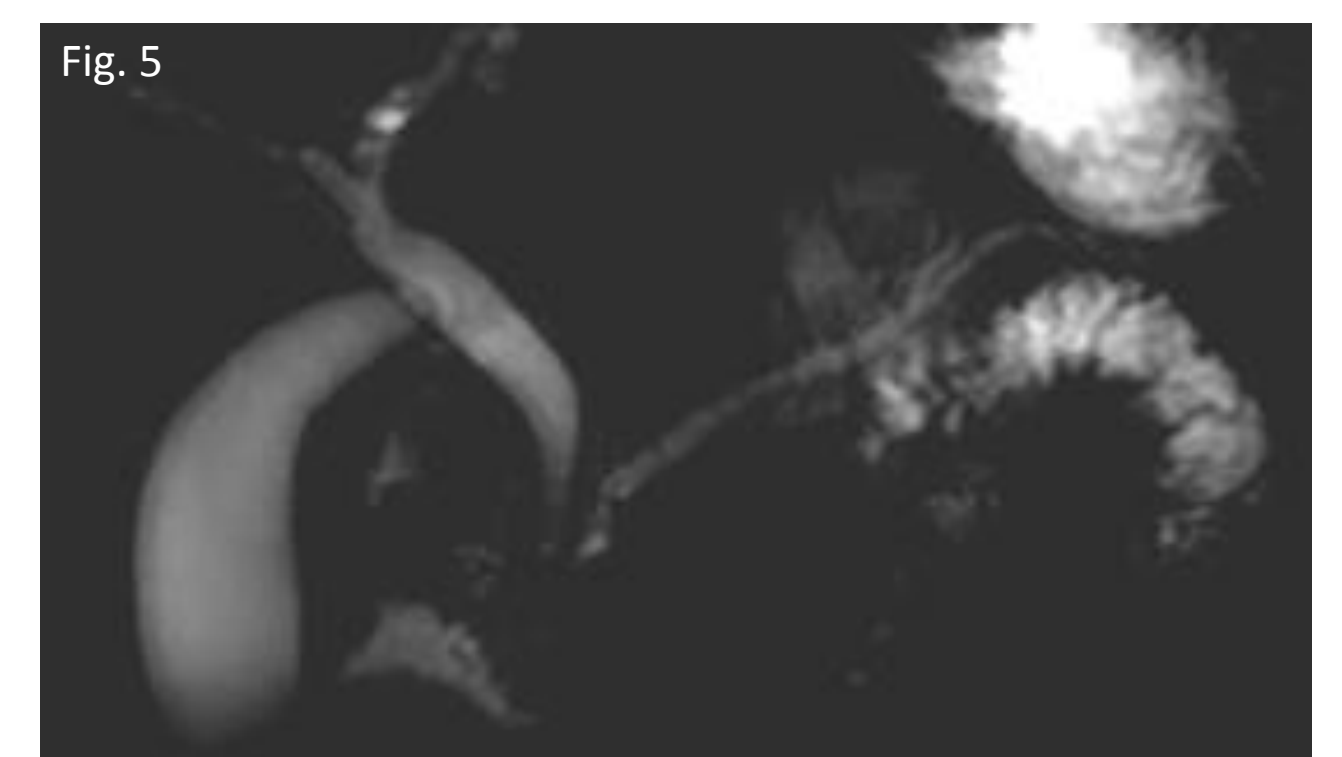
RM abdominal (sequências T2) em doente de 50 anos, demonstrando pancreatite da goteira com múltiplas áreas quísticas, espessamento da parede duodenal e envolvimento da cabeça do pâncreas. Fig. 5: CPRM do mesmo doente mostra dilatação da VBP e do canal pancreático principal.
